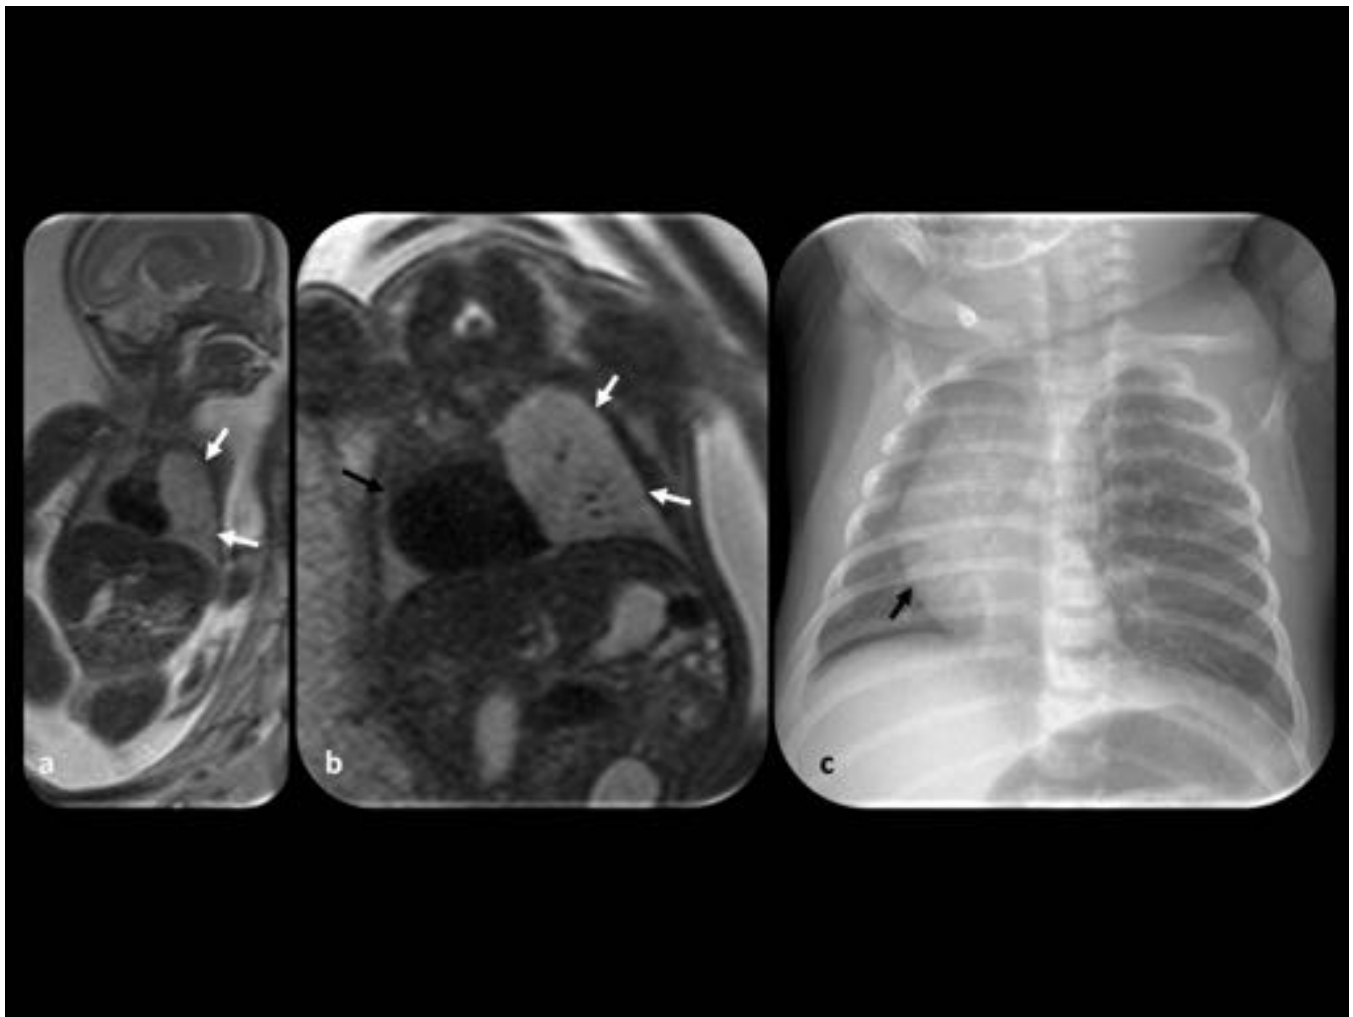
Atresia bronquial. Feto en las semanas 22 y 30 de gestación. (a y b) Imágenes RM fetal coronales en las semanas 22 y 30 de gestación respectivamente: muestran una lesión hiperintensa triangular (flechas blancas) en el lóbulo superior izquierdo. También se observa desplazamiento del mediastino hacia la derecha. (d) La radiografía de tórax postnatal muestra atrapamiento aéreo en el lóbulo superior izquierdo y desplazamiento mediastínico hacia la derecha (flechas negras).
